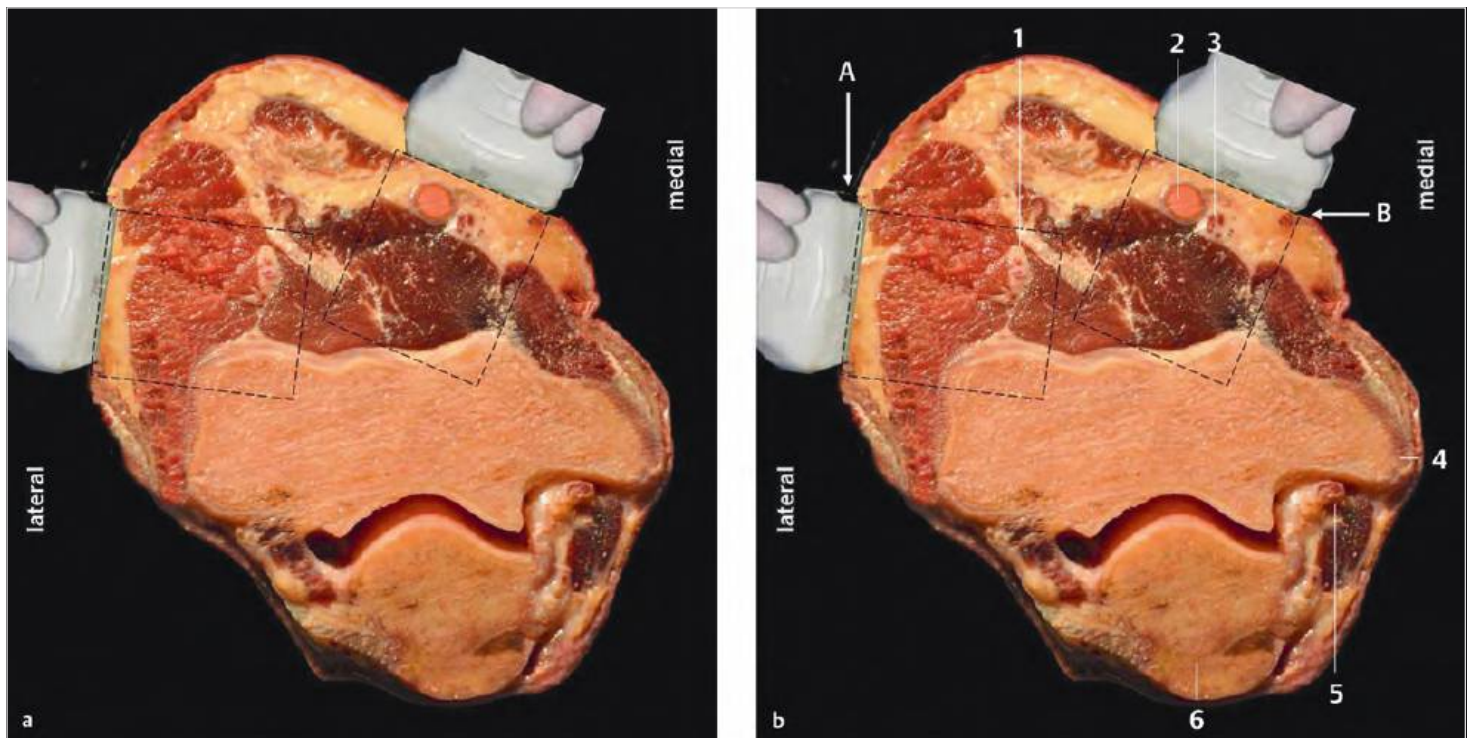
Visualización guiada por ultrasonido de los nervios periféricos en el codo: corte anatómico en la región de los epicóndilos.
